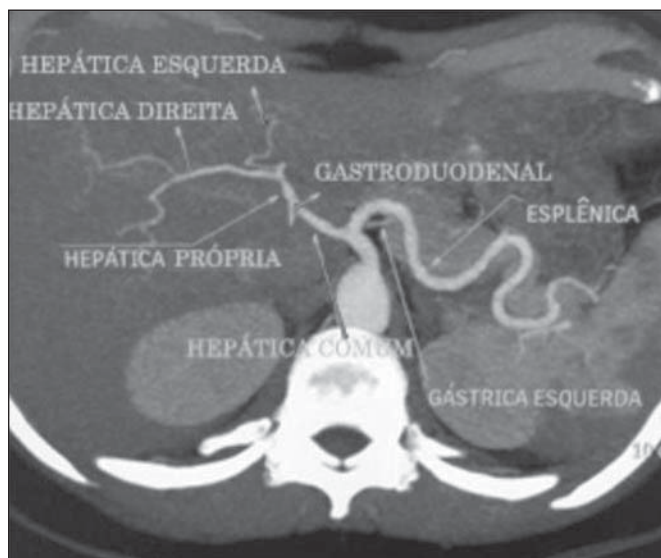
Tomografia computadorizada com contraste em corte axial mostrando um tronco esplenogástrico (composto pela artéria esplênica e artéria gástrica esquerda – seta). A artéria hepática comum é ramo da aorta neste caso.
